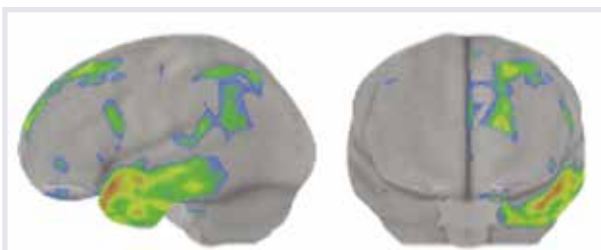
Primär progressive Aphasie: Regionen mit im Altersvergleich vermindertem Metabolismus in der FDG-PET (z-Score, eingefärbte Areale). Charakteristische Involvierung der Sprachregionen auf der linken Seite (Wernicke, Broca, prämotorischer Kortex).
